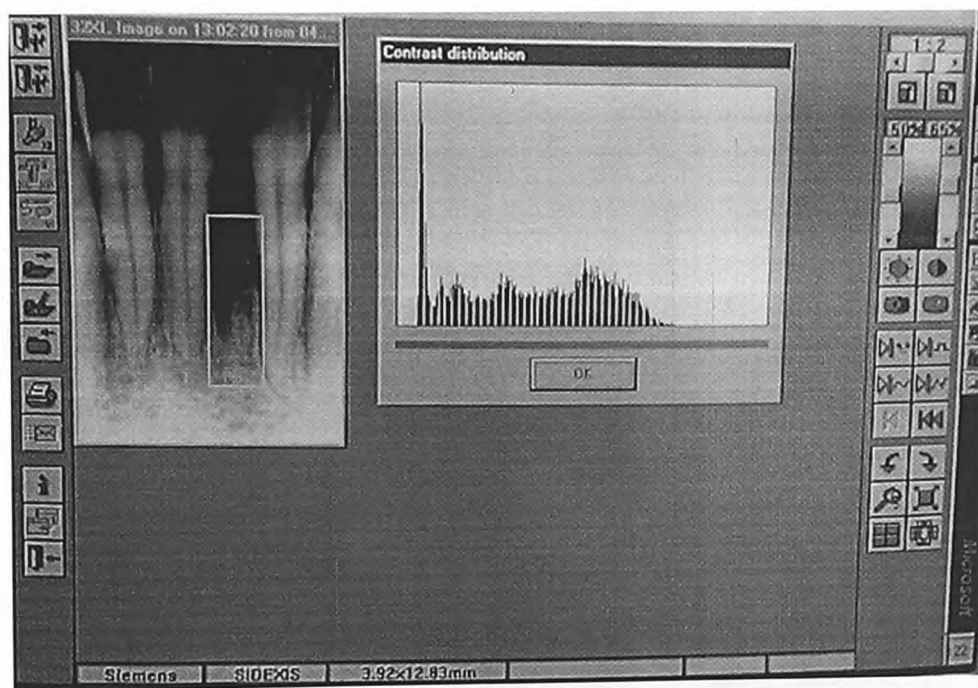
Рентгенограмма в области 31, 32 зубов с гистограммой серой шкалы той же больной (до лечения).
